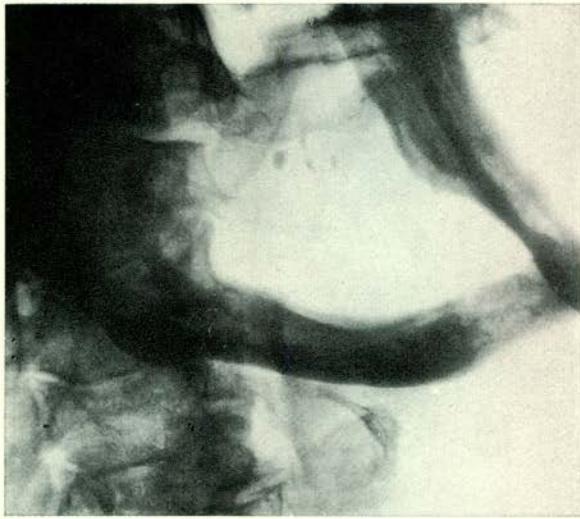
Patiënt A: kyste in de rechter opstijgende tak van de onderkaak. (Röntgenfoto uit 1953.)
